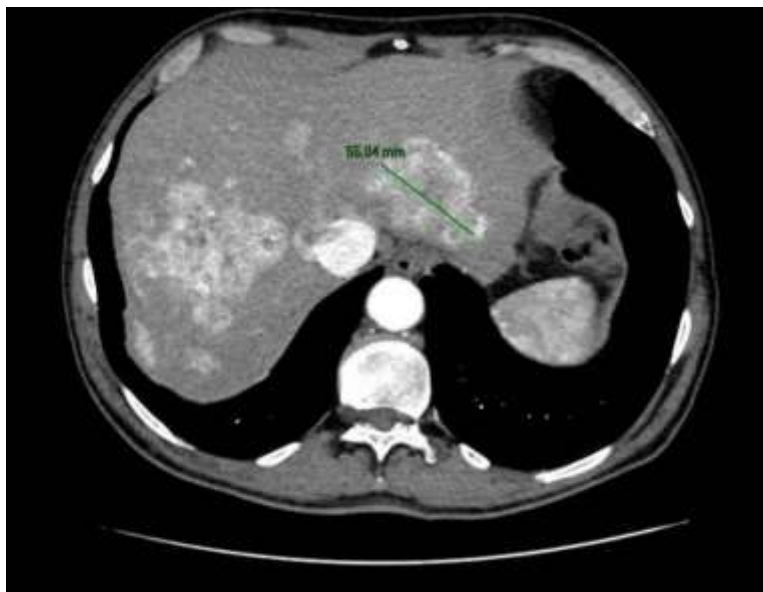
Metástasis hepática, corte transversal en TC abdominal de estadiaje con contraste
